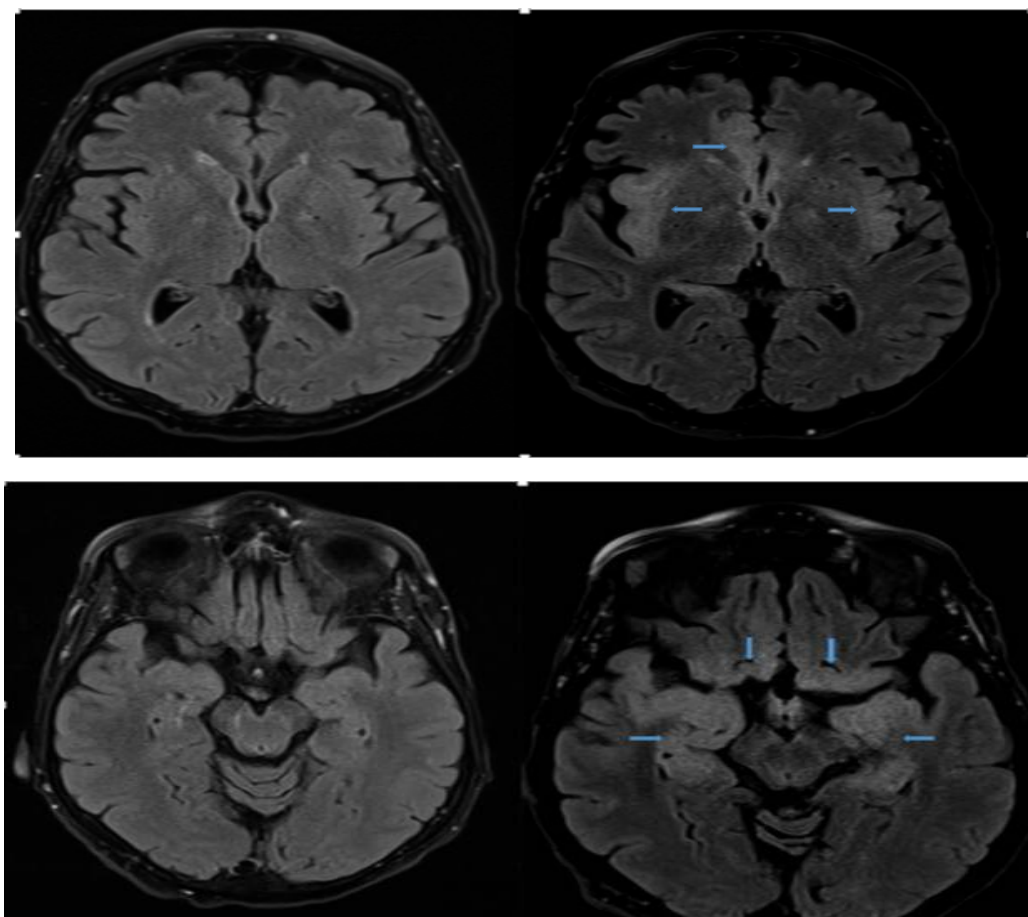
Séquences IRM EN FLAIR au jour 1 (en haut à gauche et en bas à gauche) et au jour 7 (en haut à droite et en bas à droite), ces dernières montrant un modèle étendu d'œdème cortical anormal suggérant une encéphalite sous-jacente dans le lobe frontal, le cortex insulaire et le lobe temporal de façon bilatérale (flèches bleues)¹³⁴.
